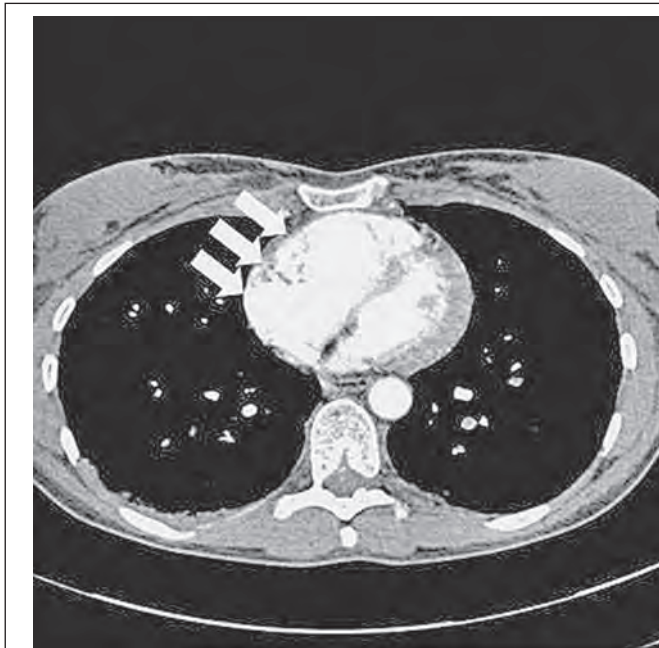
Rechtsherzbelastung mit massiver rechtsventrikulärer Dilatation auf 40 mm in der Akutphase (linkes Bild; Pfeile) und CT-Verlaufskontrolle nach 6 Monaten mit nun wieder normal großem (28 mm) und tailliertem rechten Ventrikel (rechtes Bild; Pfeile)
